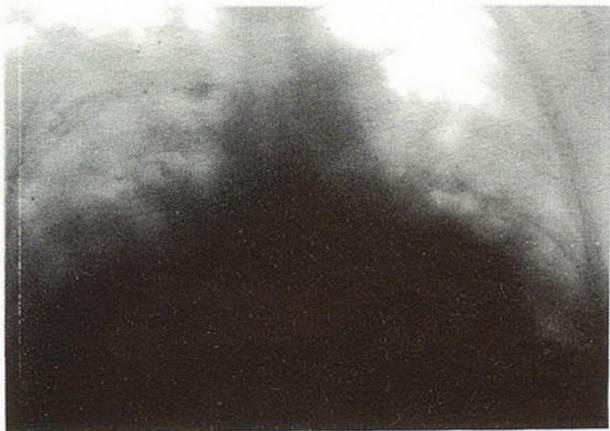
Рентгенограмма органов грудной полости больной Б. до лечения.
